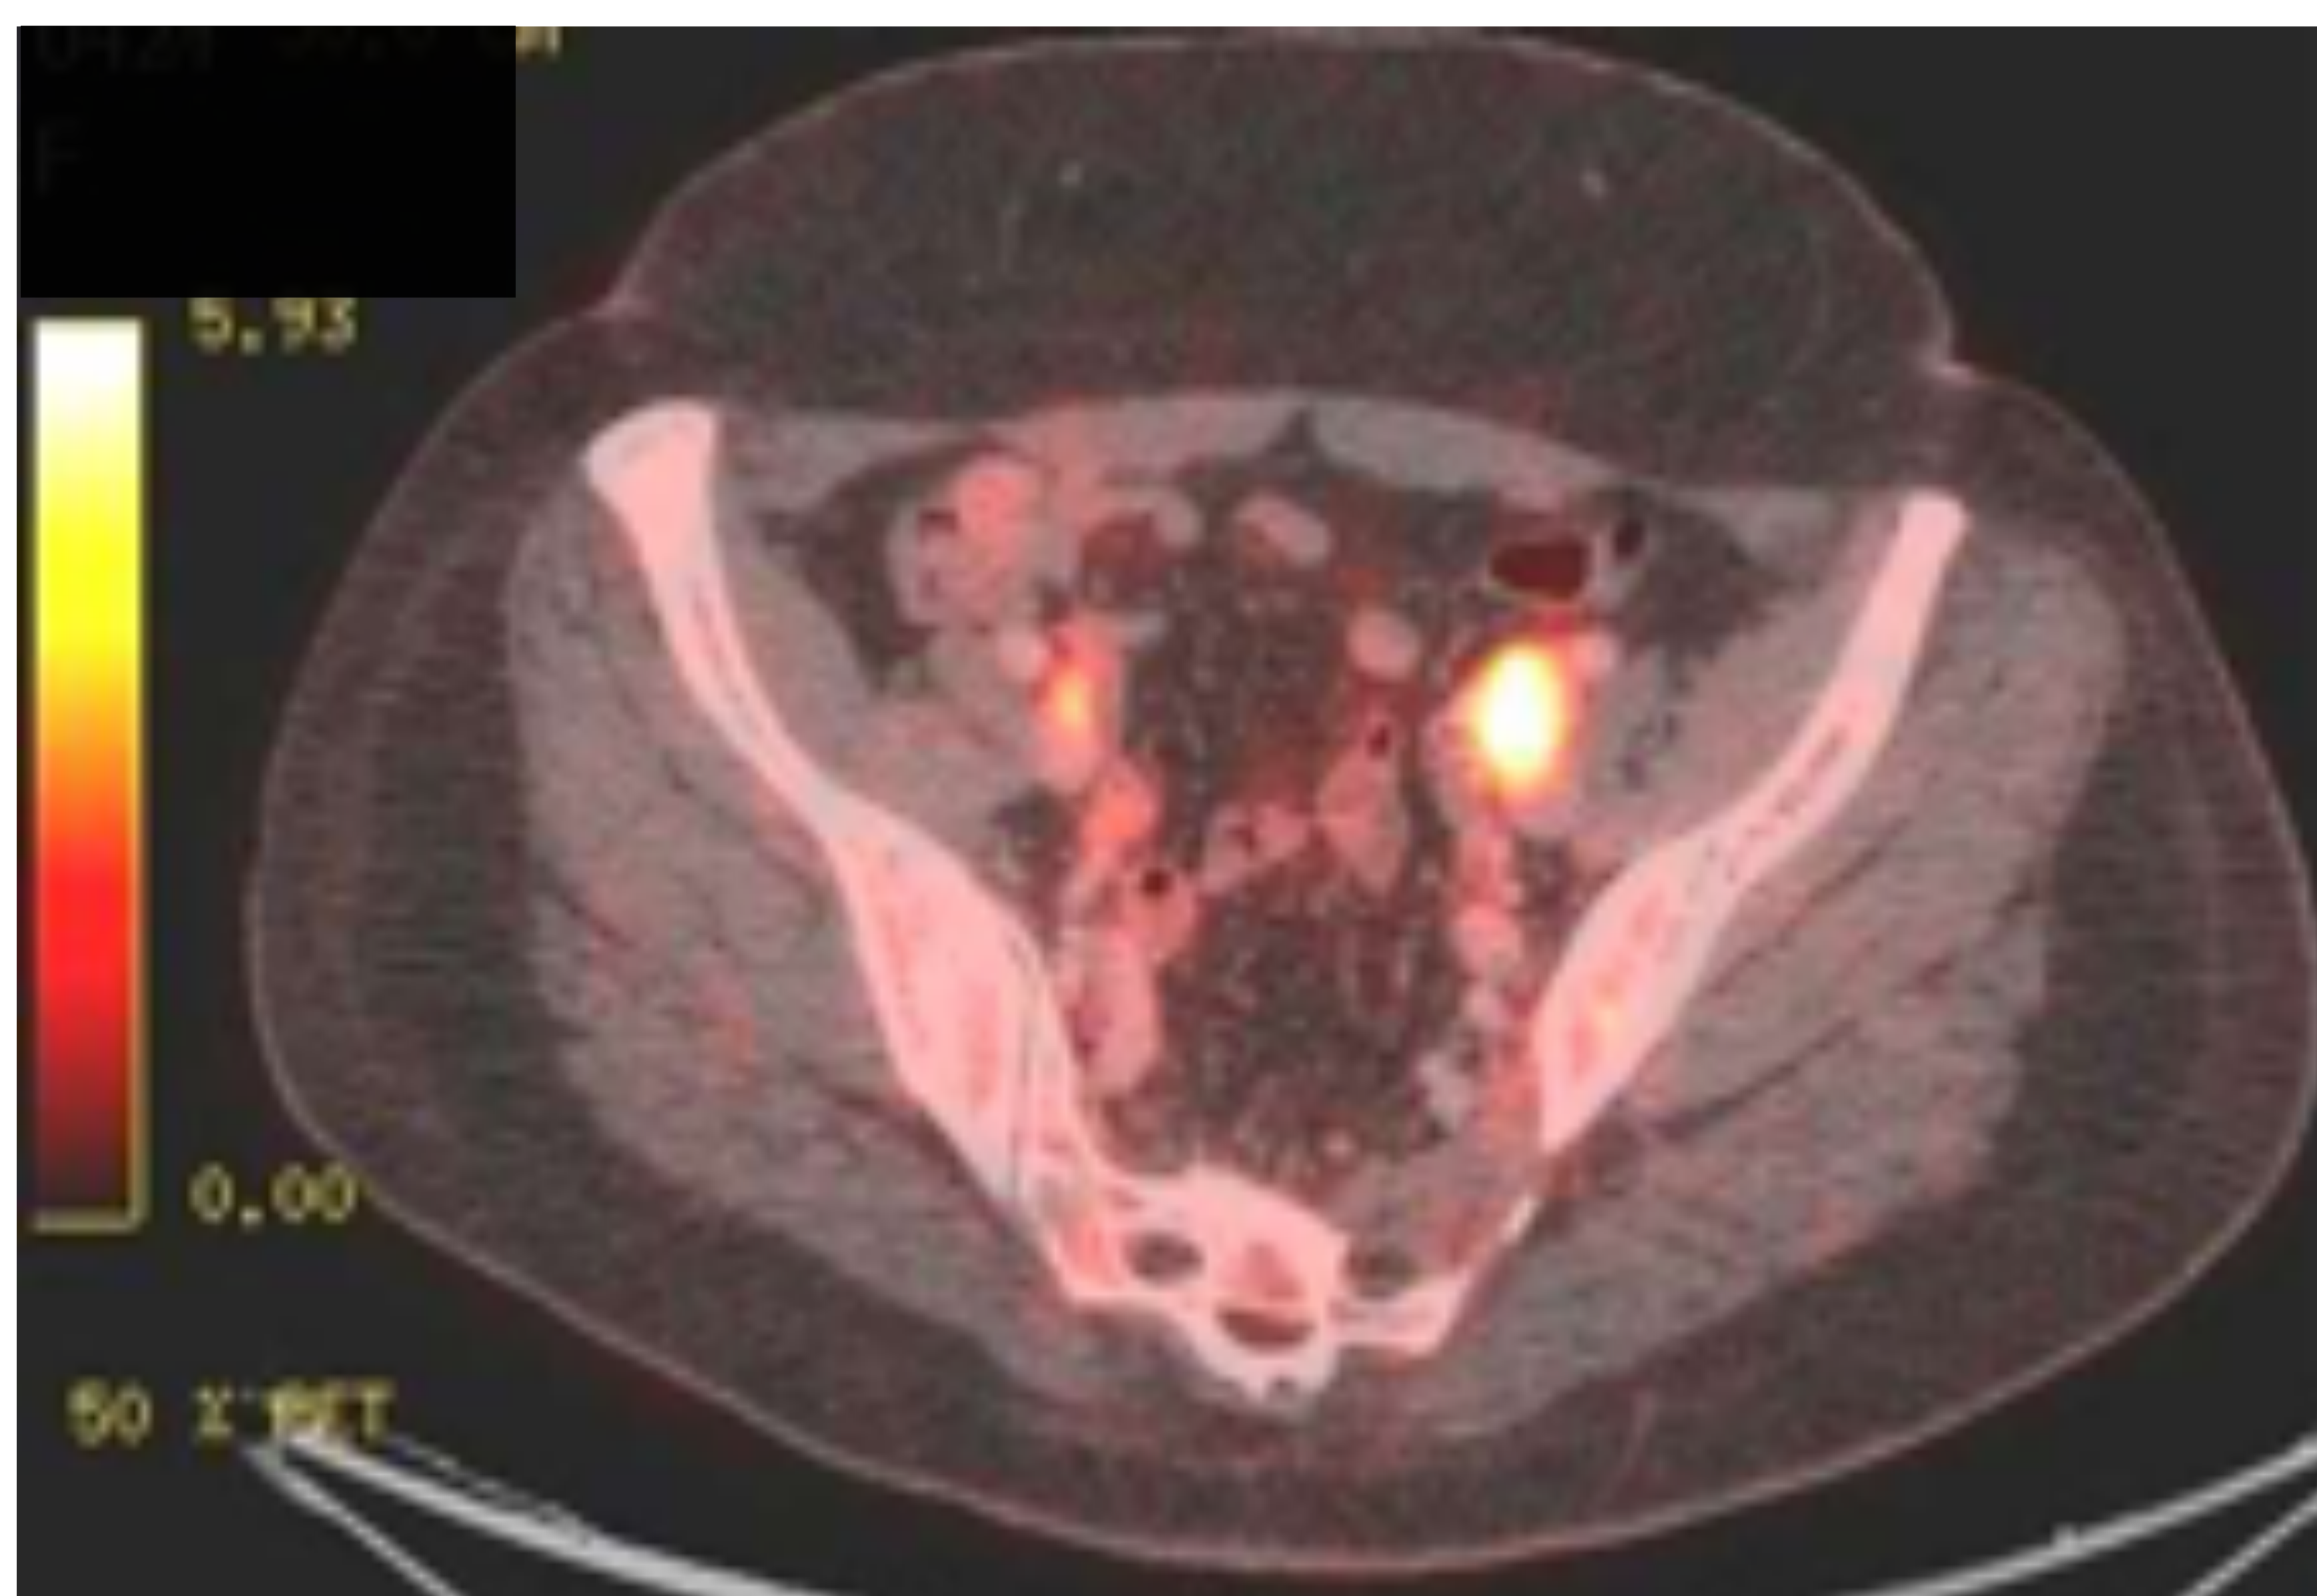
PET-TC. Corte axial a nivel pélvico: Adenopatías hipermetabólicas sospechosas de malignidad en ambas cadenas ilíacas externas, la de mayor tamaño izquierda. (Imagen cortesía del Servicio de Medicina Nuclear del Hospital de Cruces, Barakaldo)
